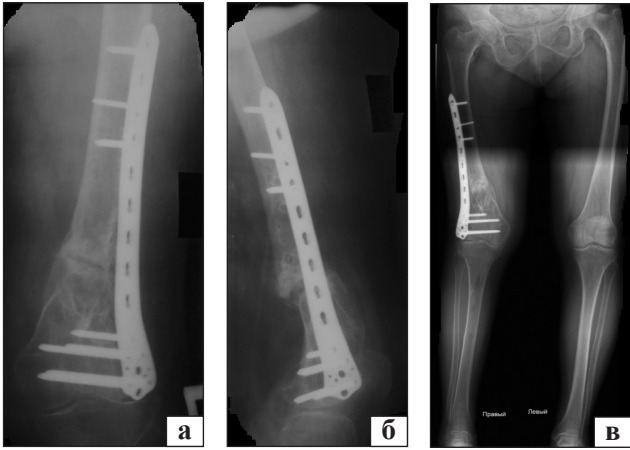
Рентгенограми СК хворої Б., формування кісткової мозолі: пряма ортогональна (а) та бічна (б) проекції, стоячи з навантаженням (в)
